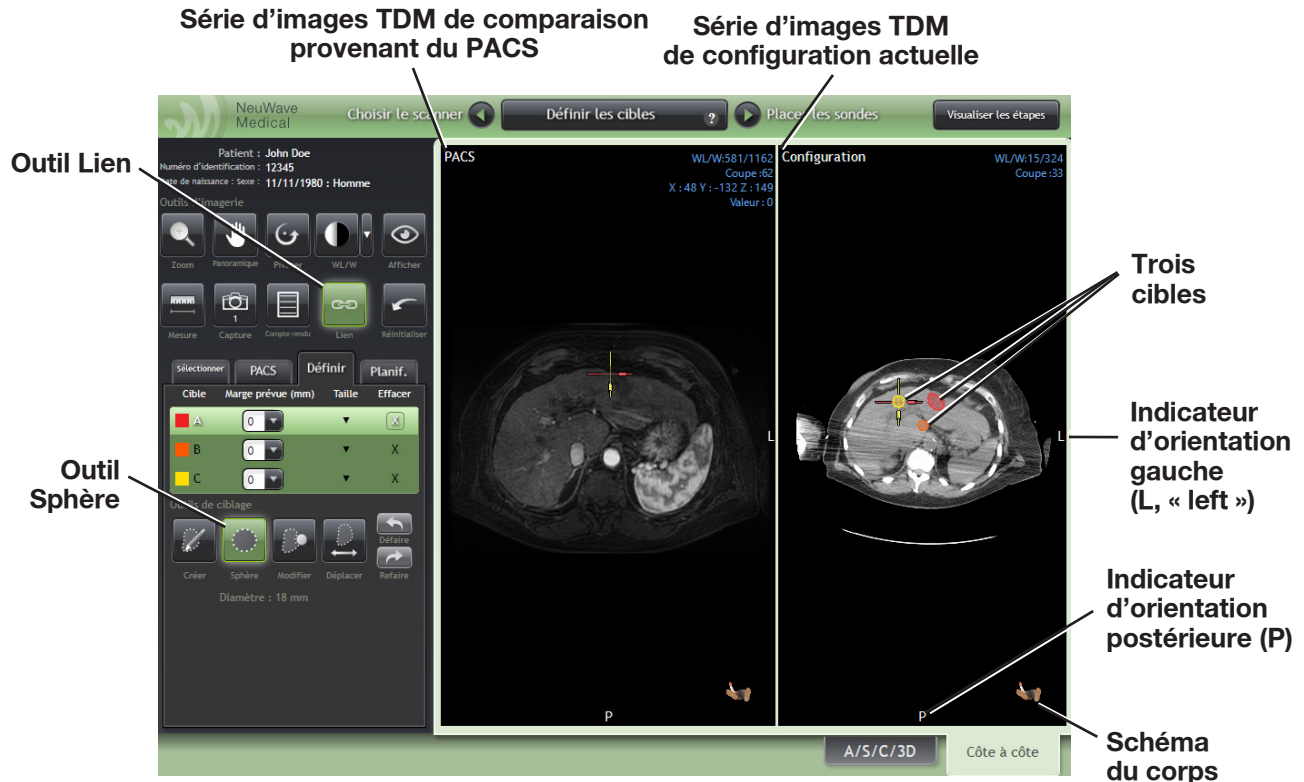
Onglet « Côte à côte » pour comparer la série d'images TDM de configuration actuelle avec une série d'images IRM antérieures (série d'images IRM de comparaison) du même patient. Trois cibles ont été créées à l'aide de l'outil « Sphère », comme indiqué dans le tableau de sélection des cibles.
